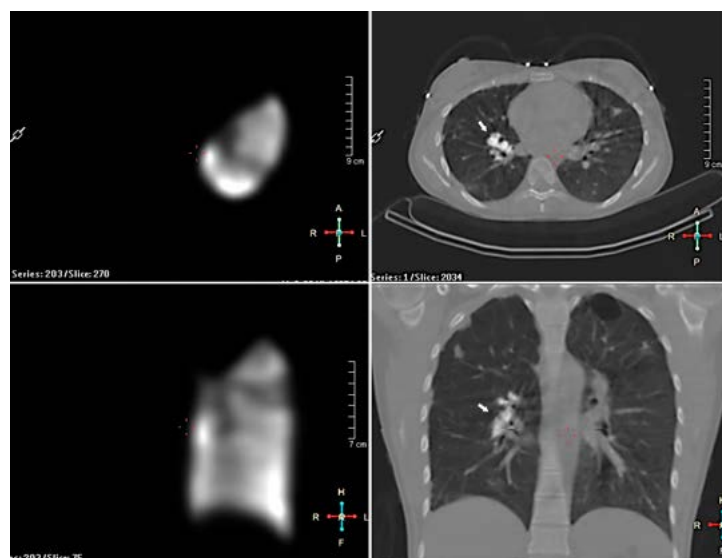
Данные перфузионной ОЭКТ/КТ легких у пациентки 28 лет с жалобами на одышку, кашель с кровохарканьем. После безуспешной терапии предполагаемой пневмонии пациентка продолжала заниматься фитнесом, результат в ТБМХ – 510 м, СДЛА не повышалось выше 30 мм рт. ст. Последующее выполнение КТ выявило массивный кальциноз (стрелки) в зонах тромбоза ствола правой ЛА. По данным перфузионной сцинтиграфии – полное отсутствие перфузии правого легкого и верхней доли левого легкого. С учетом высокого риска проведения тромбэкстракции находилась на консервативной терапии антикоагулянтами. Пациентка впоследствии скончалась при попытке оперативного вмешательства в другой клинике .
